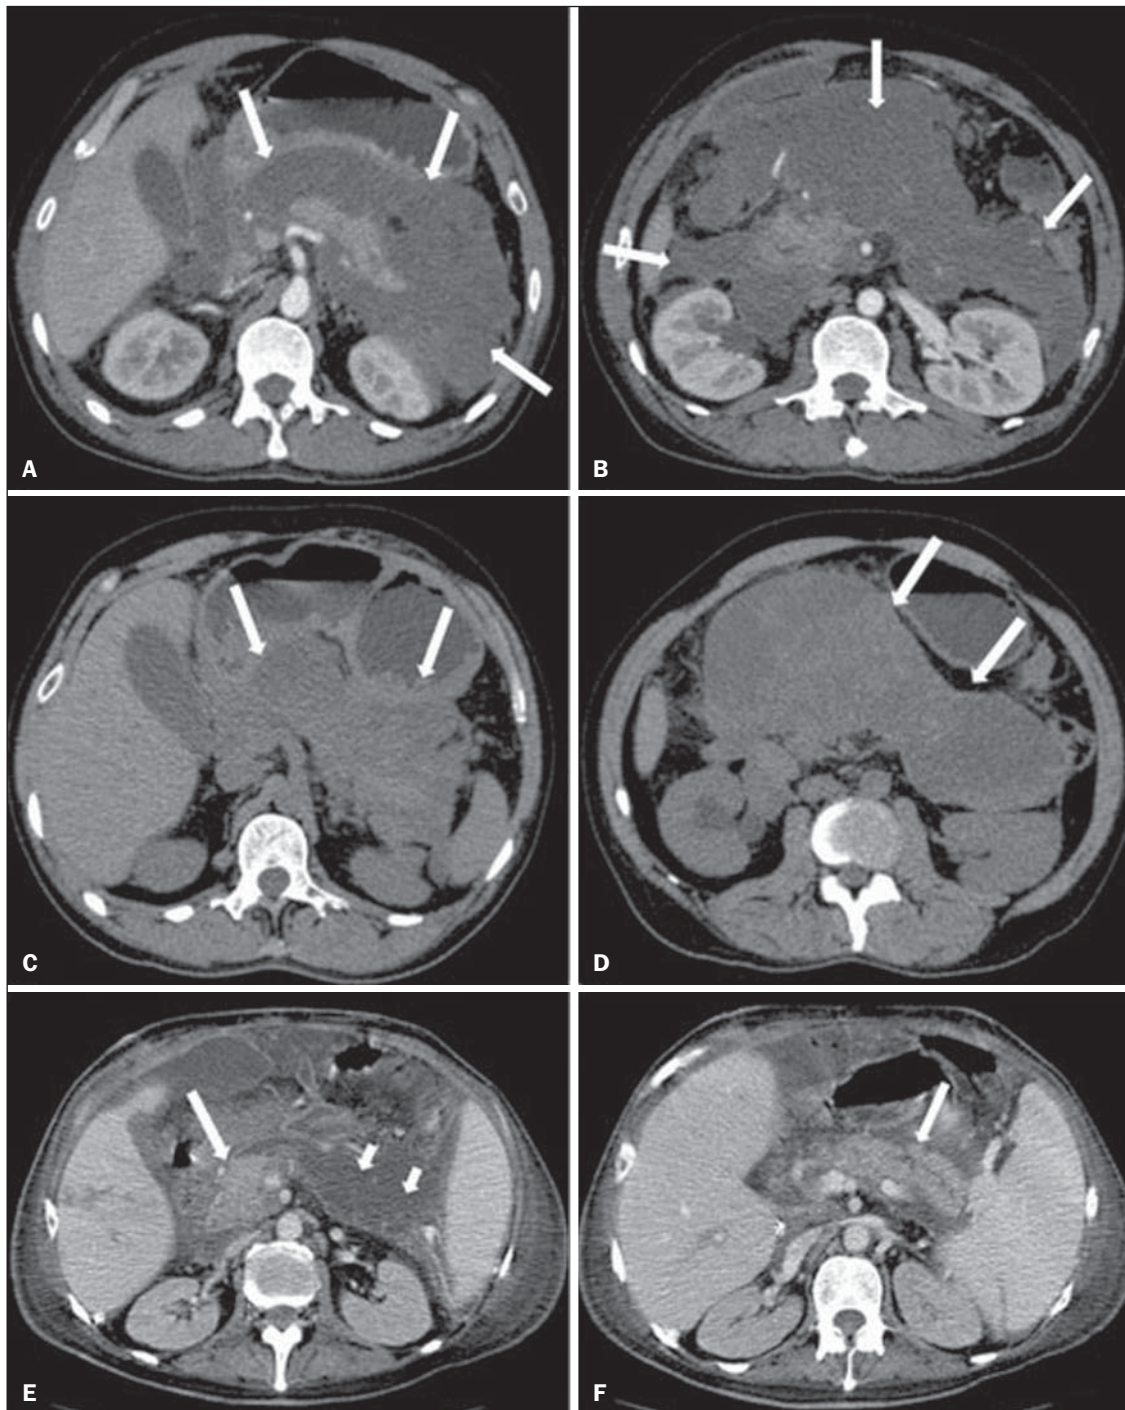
Alterações pós-necróticas pancreáticas e peripancreáticas. A,B: Imagens axiais de TC pós-contraste fase venosa mostram extensas áreas de esteatonecrose peripancreáticas (setas). C,D: Em TC de controle sem meio de contraste após oito semanas estas áreas tornaram-se mais bem delimitadas e com aspecto mais liquefeito, caracterizando uma alteração pós-necrótica pancreática e peripancreática (setas). D,E: Paciente de 37 anos com pancreatite aguda necrosante restrita aos tecidos peripancreáticos. Imagens axiais de TC pós-contraste fase venosa mostram realce parenquimatoso pancreático preservado (setas longas em D,E), com extensas áreas de esteatonecroses peripancreáticas (setas curtas em D). O paciente apresentava-se com quadro séptico e foi submetido à necrosectomia, sendo identificado material purulento nessas áreas.
